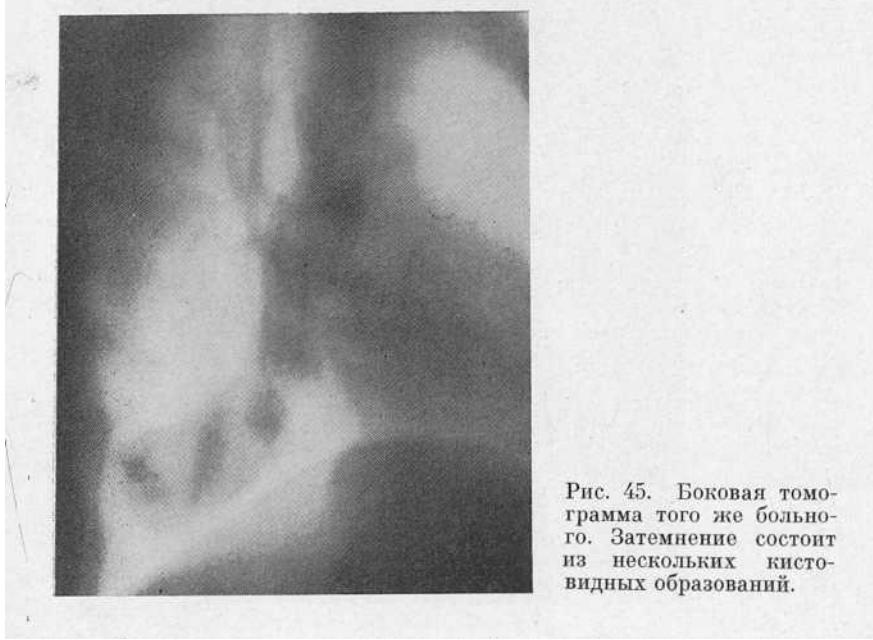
Боковая томограмма того же больного. Затемнение состоит из нескольких кисто-видных образований.
